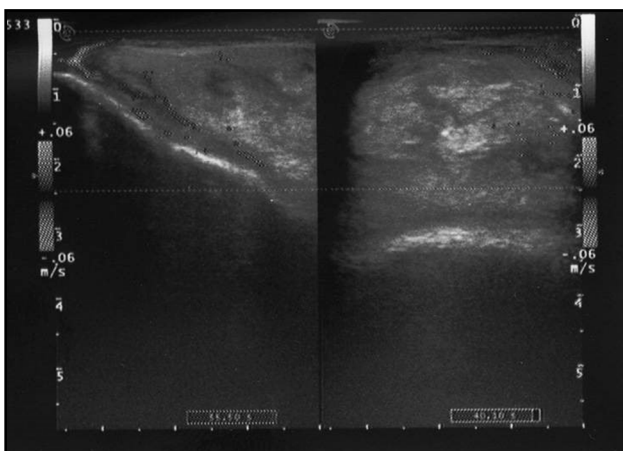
УЗИ после абляции
